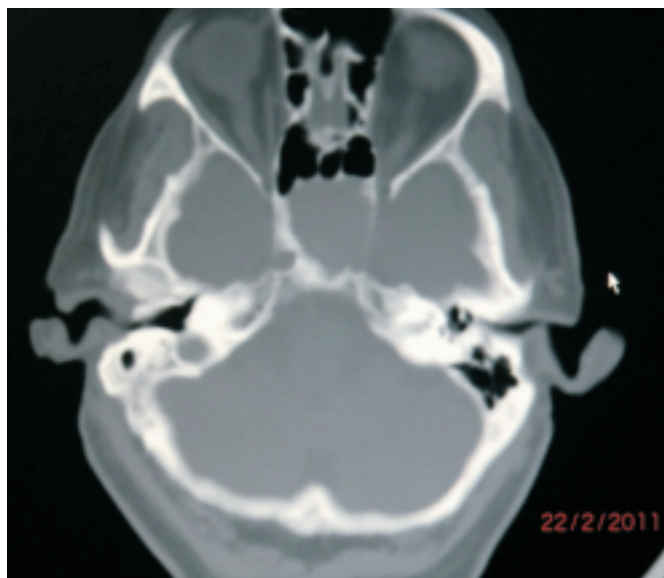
TC craneal: Masa centrada en seno esfenoidal (posible mucocoele).
